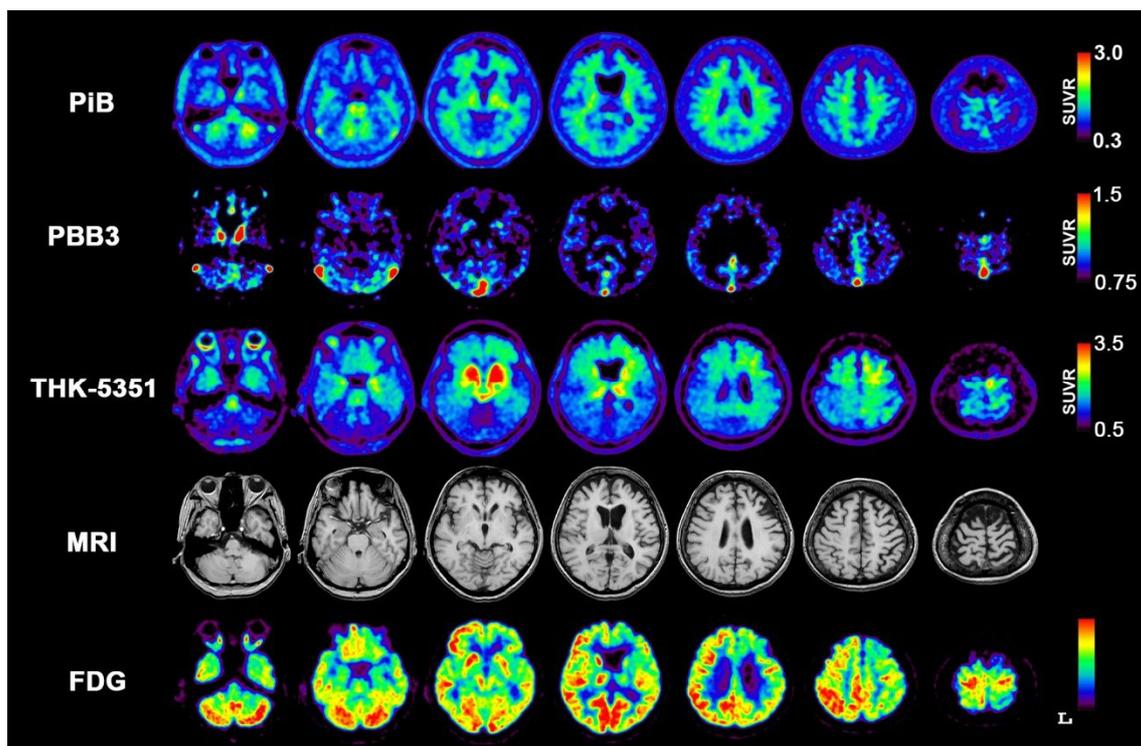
前頭側頭葉変性症(FTLD)典型例のPET画像所見
